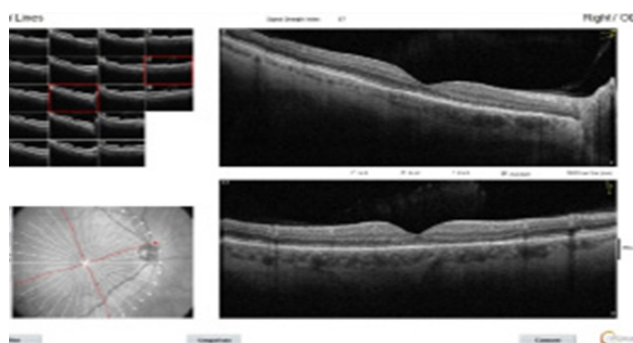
Пациент X. Оптическая когерентная томография макулярной зоны через 12 месяцев. МКОЗ 0,9
